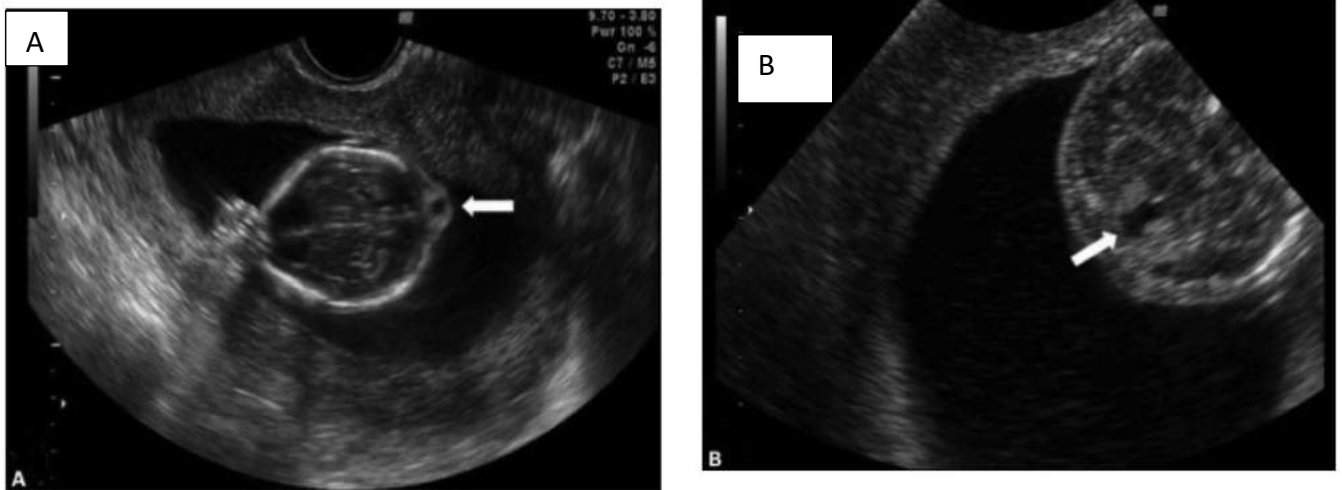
Échographies fœtales à 17SA d'un fœtus atteint du syndrome de Joubert.
